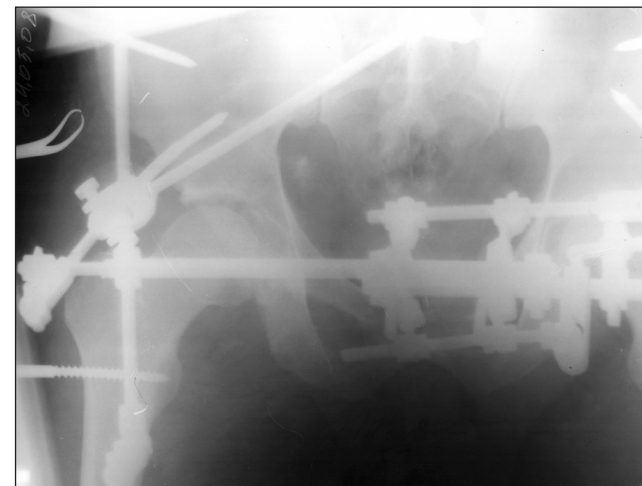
Рентгенконтроль таза больного Р. в операционной
